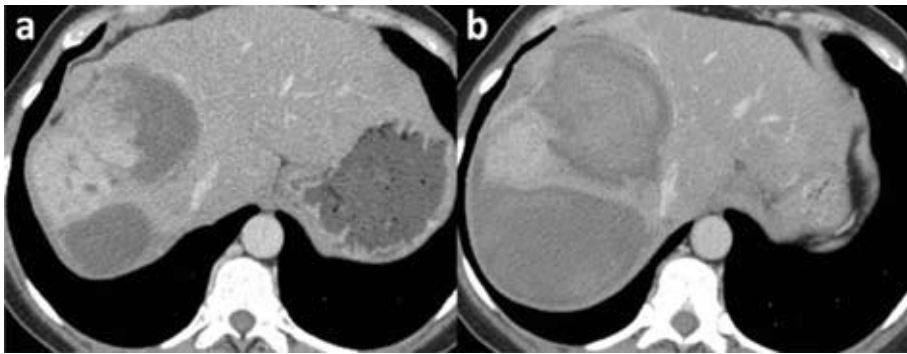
(a) Große Lebermetastase mit zentral hyperdensen Anteilen. (b) 12 Tage später erschien der Patient mit akuten abdominalen Schmerzen und einem Hämoglobinabfall von 2,4 mg/l. Die CT zeigte eine intratumorale Blutung mit dadurch bedingter Zunahme der Läsionsgröße.
